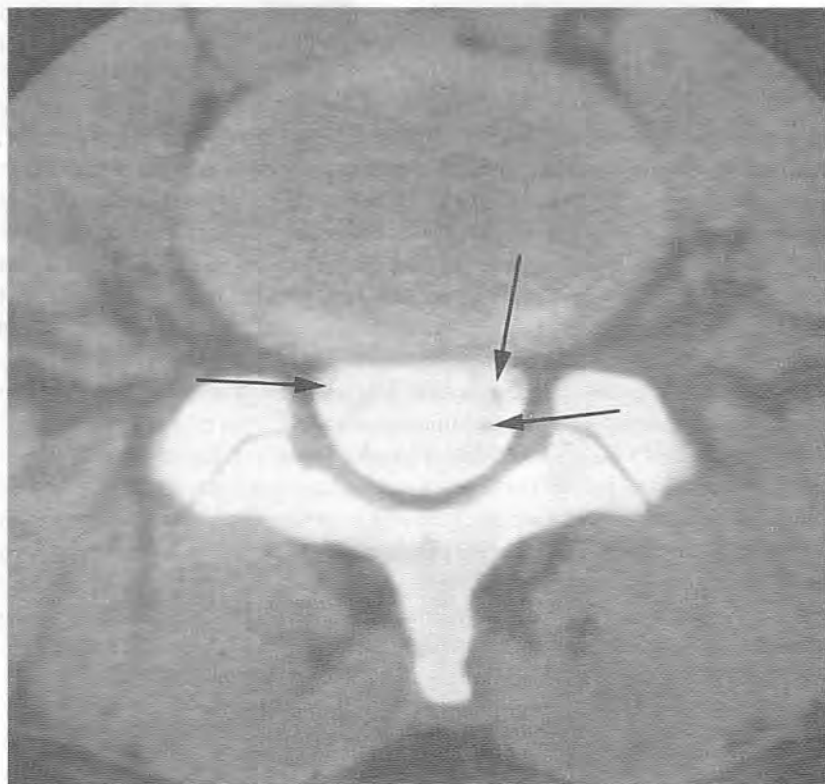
Mielo-TC normal. La tomografía axial computarizada obtenida después de la mielografía a la altura del disco muestra las raíces nerviosas individuales (*flechas*) rodeadas de contraste brillante.
